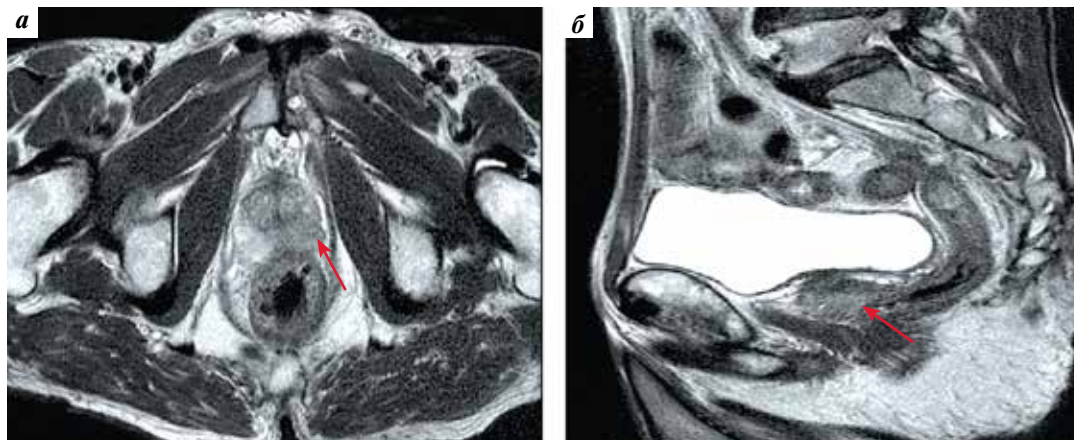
Магнитно-резонансная томография органов малого таза. Стрелкой указано образование в левой доле предстательной железы
